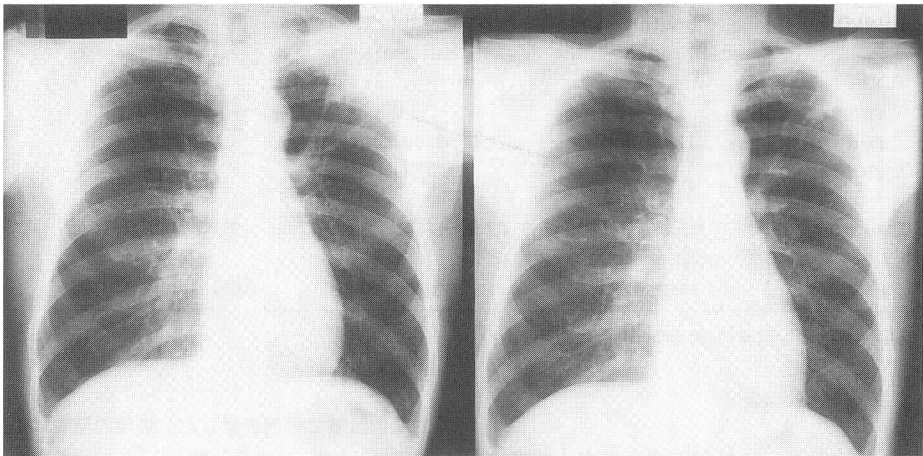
Chest x-ray film of case 2 obtained on admission (left), demonstrating a peripheral infiltrate in the left upper lobe, which disappeared after treatment (right).
